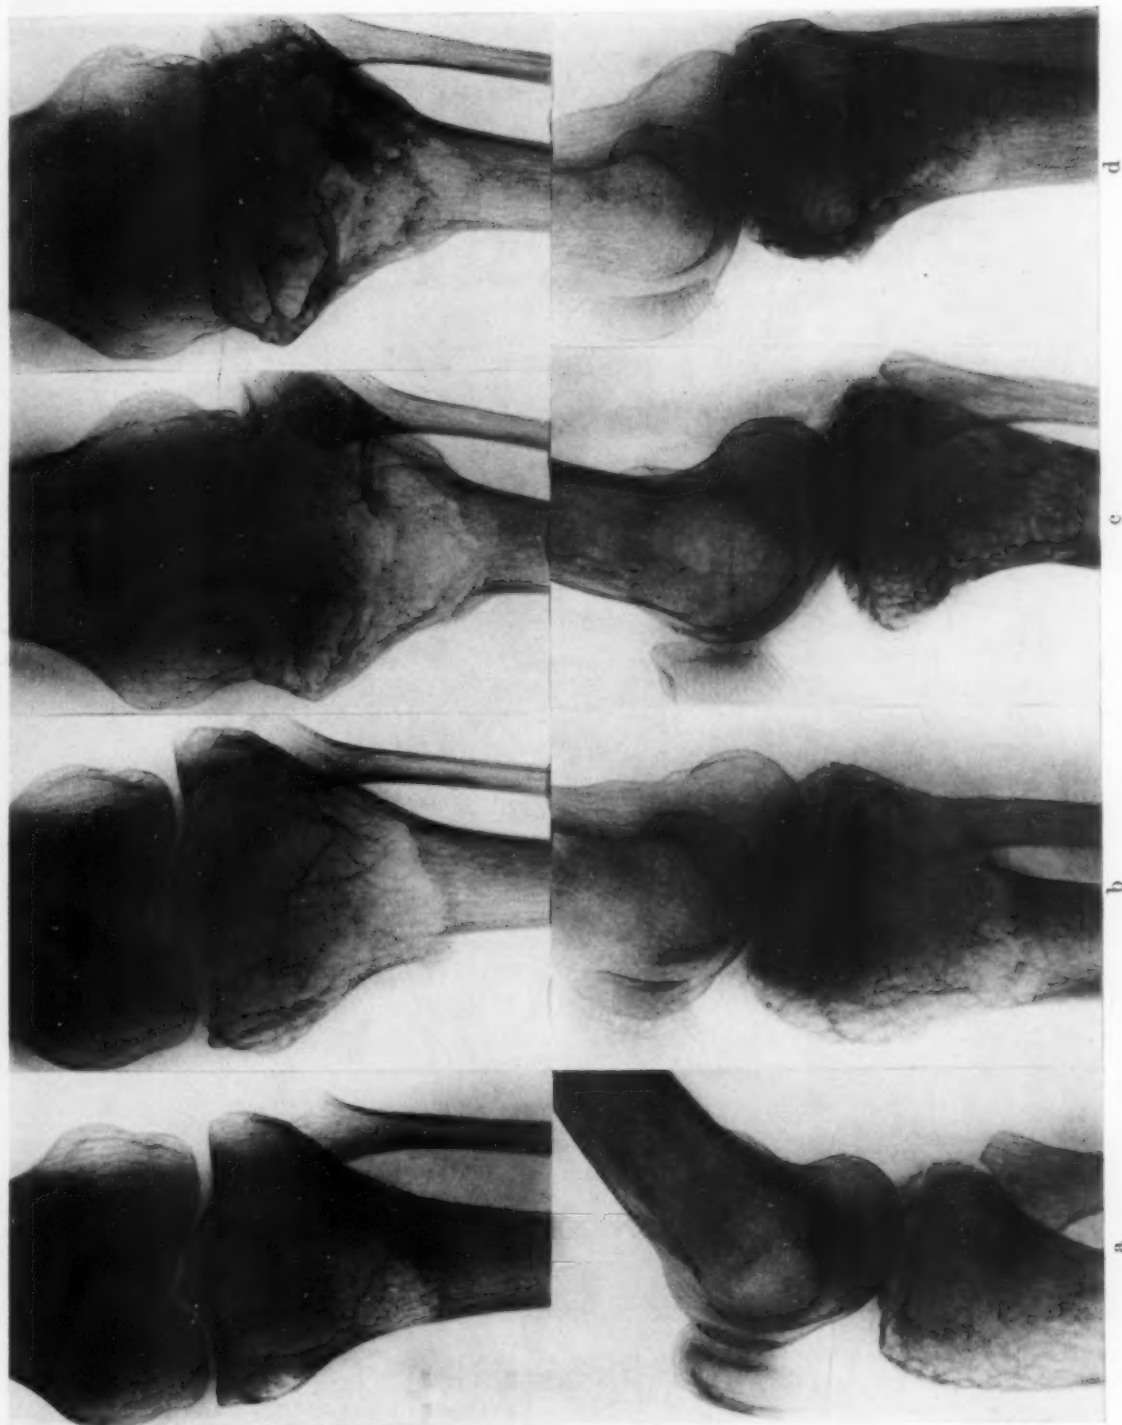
Osteoklastom an der proximalen Tibiaepiphyse bei 75jähriger Frau (Ther. 15 948). a = Aufnahme 5 Monate nach Auftreten der ersten Beschwerden. b = Aufnahme 2½ Jahre später. Seifenblasenbild, Spontanfraktur. c = 4 Monate nach Excochleation. d = nach weiteren 4 Monaten. Zunahme der Sklerosierung. Schmerzen dauern an. Nach 1 Jahr Knieschwellung, röntgenologisch unverändert. Röntgenbestrahlung (Gesamtdosis 8400 r/l). Schmerzen lassen etwas nach, nehmen aber 2 Monate später wieder zu. 2 Jahre später ist Pat. schmerzfrei, das Knie ist unbeweglich. Heute, 3 Jahre nach der Röntgenbehandlung, ist Pat. symptomfrei. Röntgenologisch unveränderter Befund.
